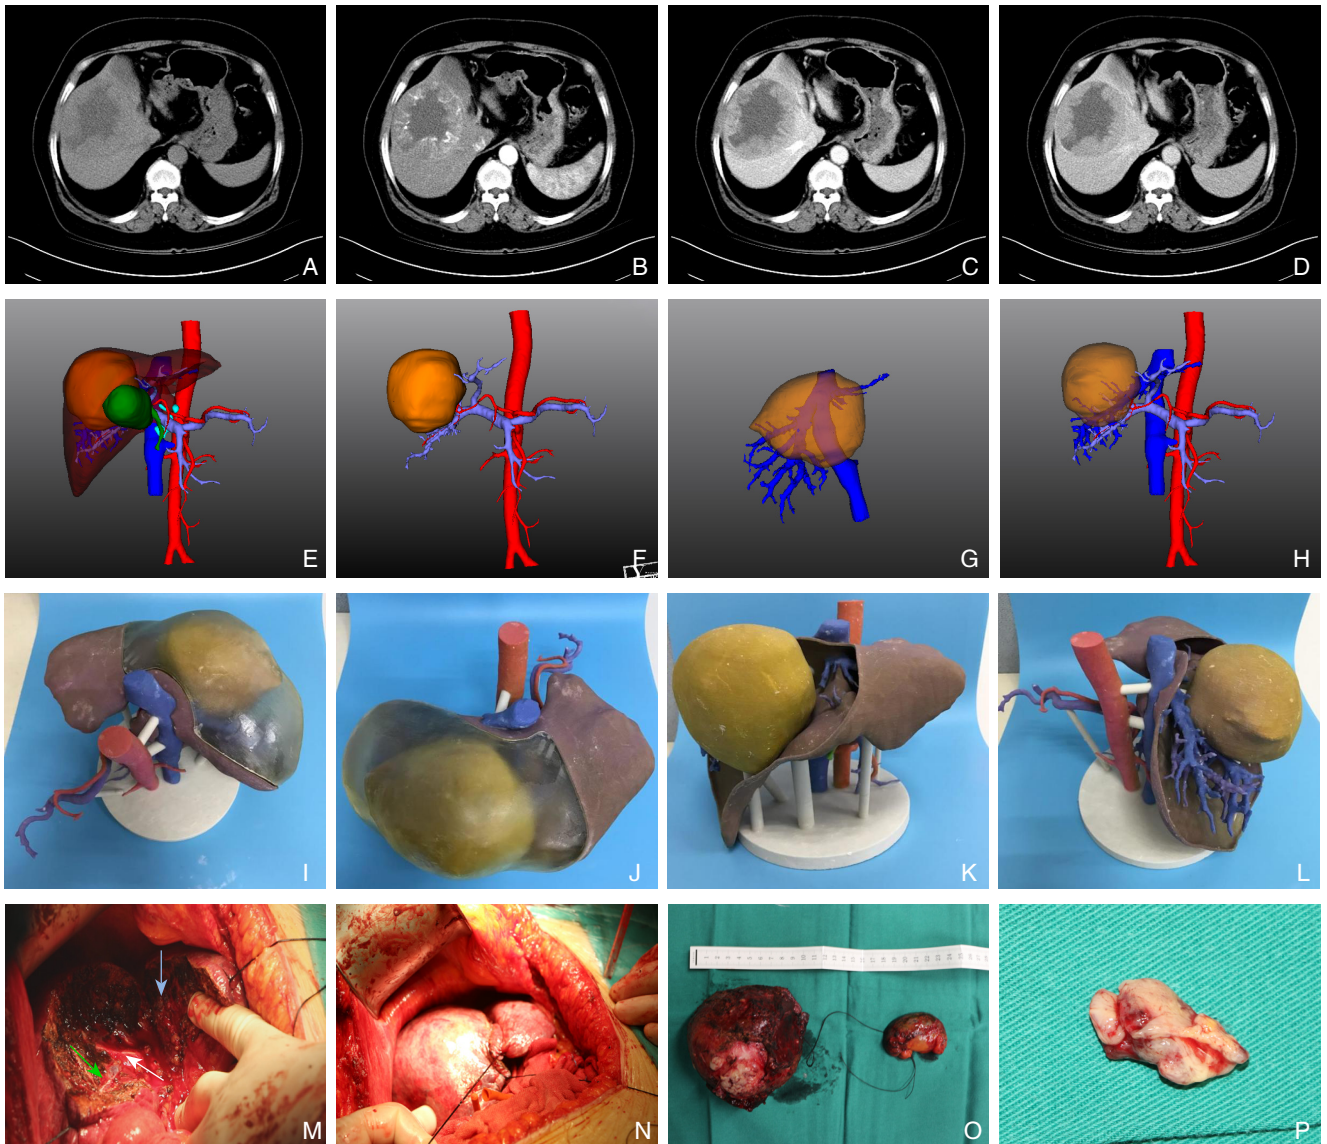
患者图片资料 A-D: CT 表现; E-H: 三维重建模型; I-L: 3D 打印肝脏模型; M: 绿色箭头示肝右静脉, 白色箭头示门静脉右支, 蓝色箭头示为肝中静脉; N: 肝脏切除 V 段、VIII 段后残余肝脏; O: 切除肝脏直径 10 cm; P: 肝右静脉内取出的癌栓
